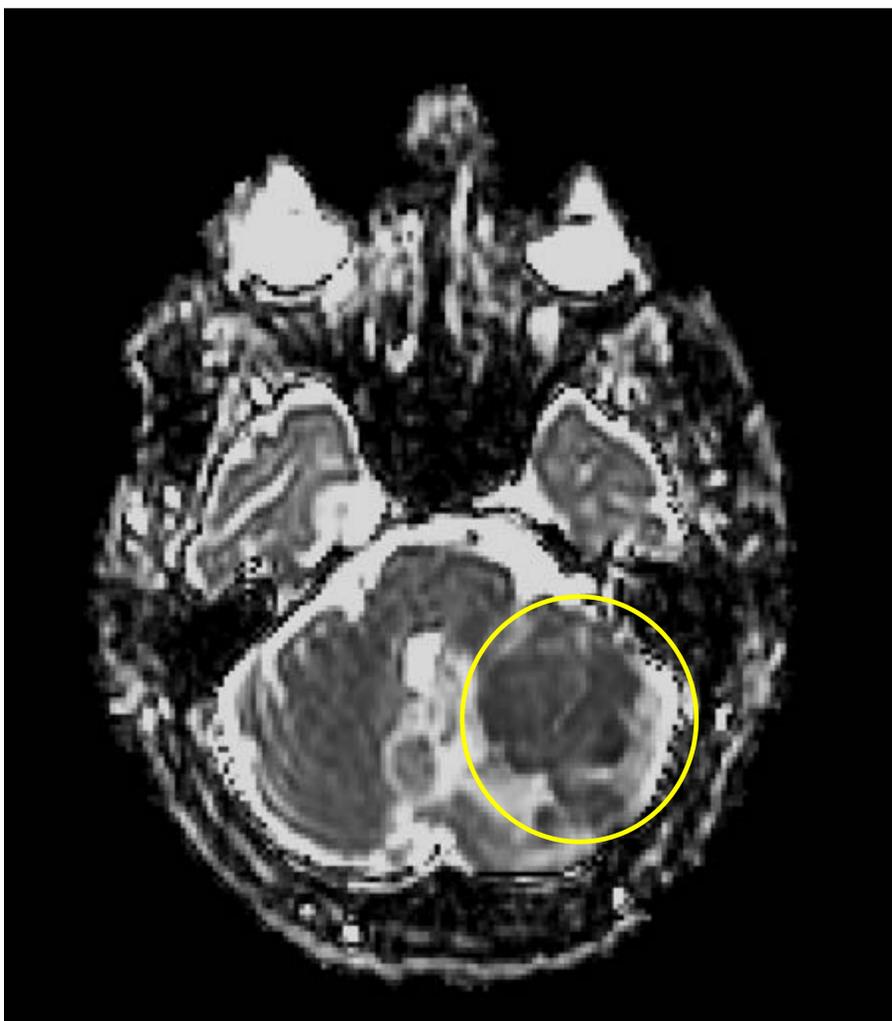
Estudio de RM. DWI (b:1000) + ADC axial.
